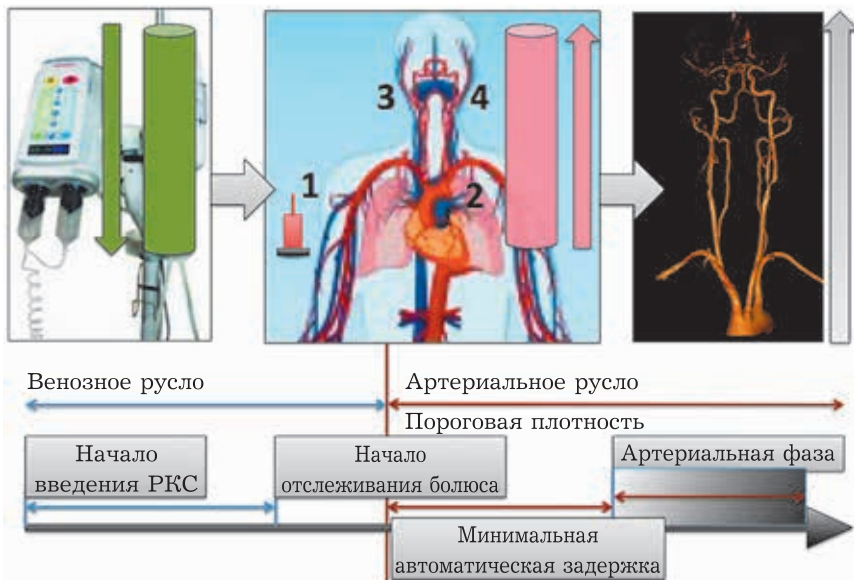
Методика проведения КТ-ангиографии брахиоцефальных артерий. Пояснения в тексте
